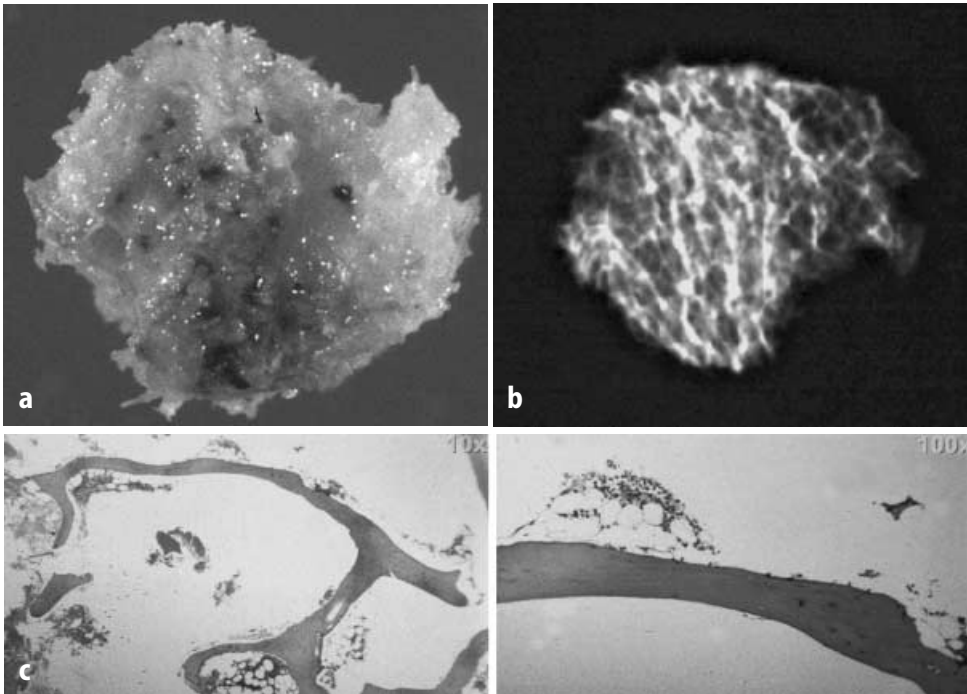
a–c ▲ Spongiosa, a makroskopische Aufsicht, b tangenciales Röntgenbild, c Vergrößerung
